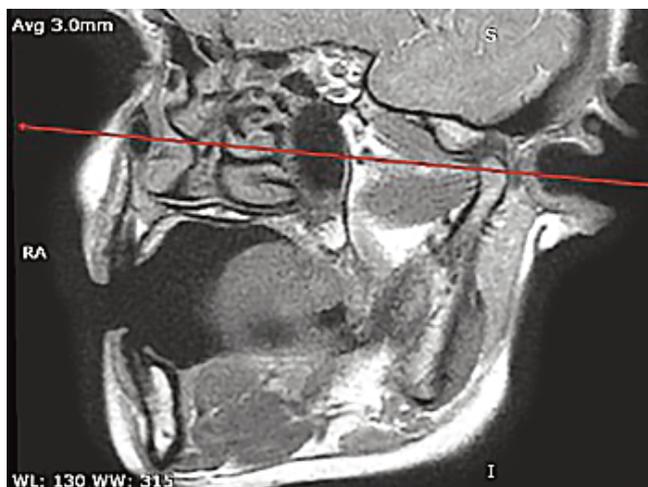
Изображение левого височно-нижнечелюстного сустава в косо-сагиттальной плоскости, проходящее через латеральный край зоны прикрепления верхней головки ЛКМ к суставному диску. Отчётливо визуализируется верхняя и нижняя головки ЛКМ, зона прикрепления верхней головки ЛКМ к суставному диску. Прямой линией обозначено позиционирование томограмм в косо-аксиальной плоскости
